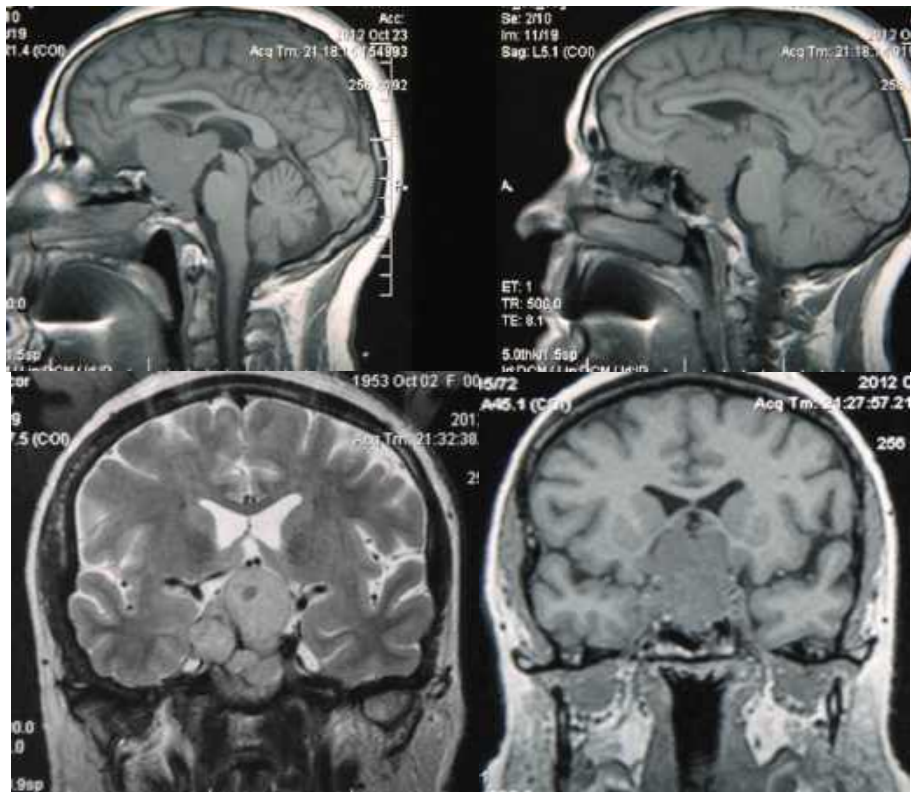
Спостереження №66. Хвора О-ук, (історія хвороби №4269/2). Доопераційна МРТ у хворі оперованої із застосуванням лобово-латеральної краніотомії.
